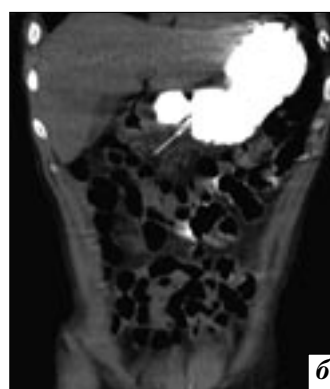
На компьютерных томограммах брюшной полости (а, б) пациента Ш., выполненных на 10-е сутки после хирургического вмешательства по поводу прободной язвы двенадцатиперстной кишки, отмечается расширение петель тонкой кишки до 4–5 см, несостоятельность швов в зоне операции, что проявляется выходом водорастворимого контрастного препарата за пределы просвета кишки (стрелки).
